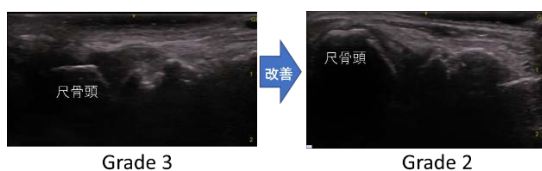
症例 2 の手関節の関節超音波画像の滑膜肥厚グレード
